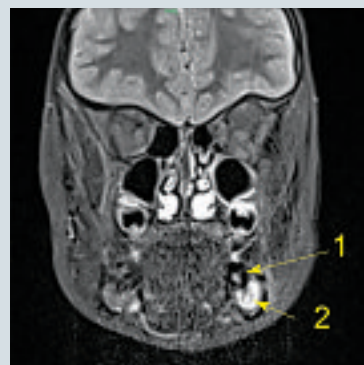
Koronares MRT-Bild (inflammation_3d) durch die Mitte der Läsion, 1 = Zahn 36, 2 = Läsion: Gut sichtbar ist die Ausdehnung der entzündlichen Läsion von der Unterkieferbasis bis zur Bifurkation des Zahnes 36.
